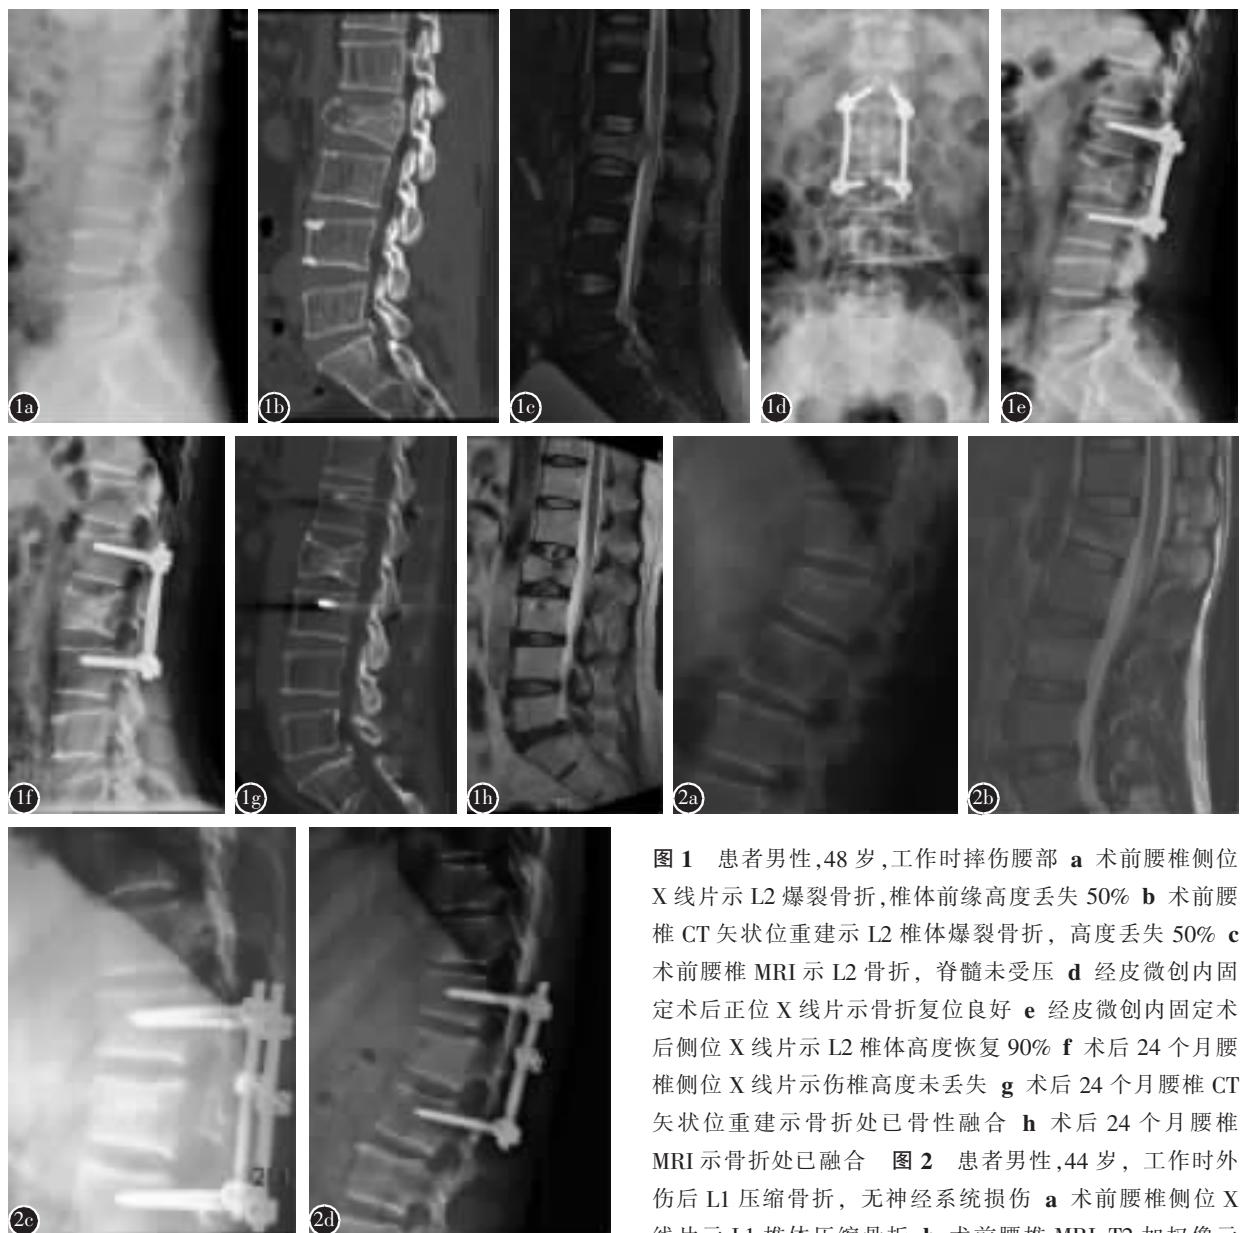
患者男性, 48岁, 工作时摔伤腰部 a 术前腰椎侧位 X线片示 L2 爆裂骨折, 椎体前缘高度丢失 50% b 术前腰椎 CT 矢状位重建示 L2 椎体爆裂骨折, 高度丢失 50% c 术前腰椎 MRI 示 L2 骨折, 脊髓未受压 d 经皮微创内固定术后正位 X线片示骨折复位良好 e 经皮微创内固定术后侧位 X线片示 L2 椎体高度恢复 90% f 术后 24 个月腰椎侧位 X线片示伤椎高度未丢失 g 术后 24 个月腰椎 CT 矢状位重建示骨折处已骨性融合 h 术后 24 个月腰椎 MRI 示骨折处已融合 图 2 患者男性, 44岁, 工作时外伤后 L1 压缩骨折, 无神经系统损伤 a 术前腰椎侧位 X线片示 L1 椎体压缩骨折 b 术前腰椎 MRI T2 加权像示 L1 椎体压缩骨折, 骨折未进入椎管, 脊髓未受压 c 开放术后第 2 天腰椎侧位 X线片示骨折复位良好 d 术后 2 年复查腰椎侧位 X线片示骨折椎体高度未丢失
